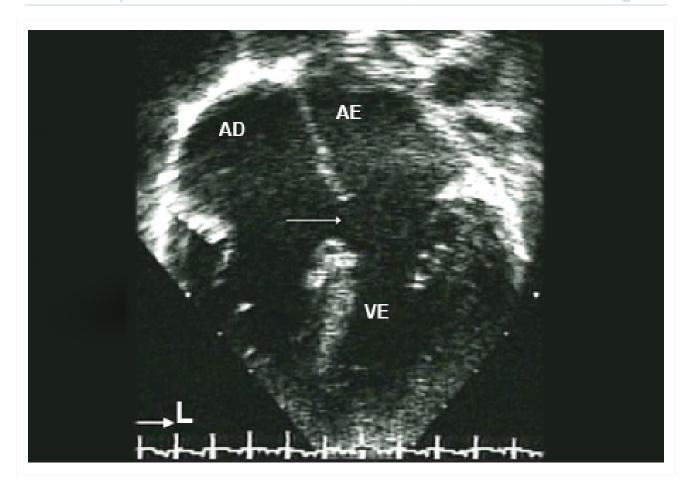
Imagem da ecocardiografia apical de 4 câmaras de um defeito do septo atrial (DSA) do tipo ostium primum (setas). AE: átrio esquerdo; VE: ventrículo esquerdo; AD: átrio direito
